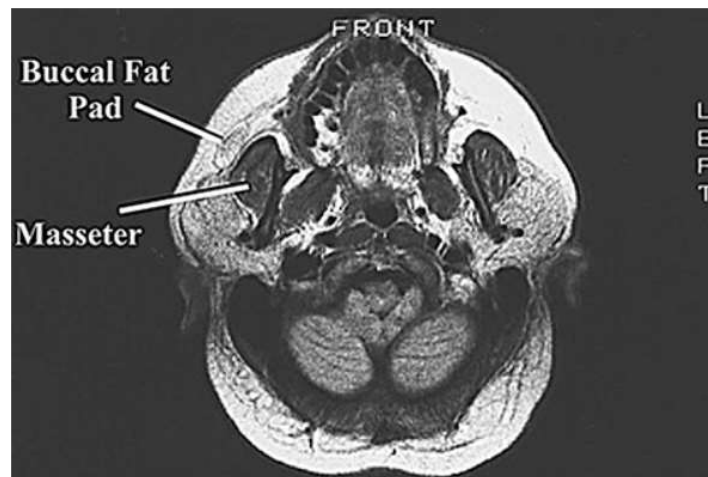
Corte transversal de RM em T1 ao nível da cavidade oral e do palato duro. O AGB é evidente anteriormente ao masseter. Observe o volume do AGB em relação ao masseter (YOUSUF *et al.*, 2010).
